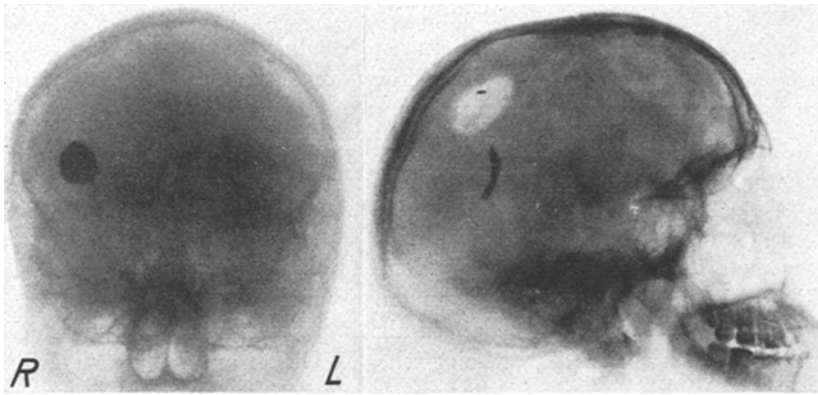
Fall Lüttichau. Röntgenaufnahmen nach Trepanation im Einschubbereich.
